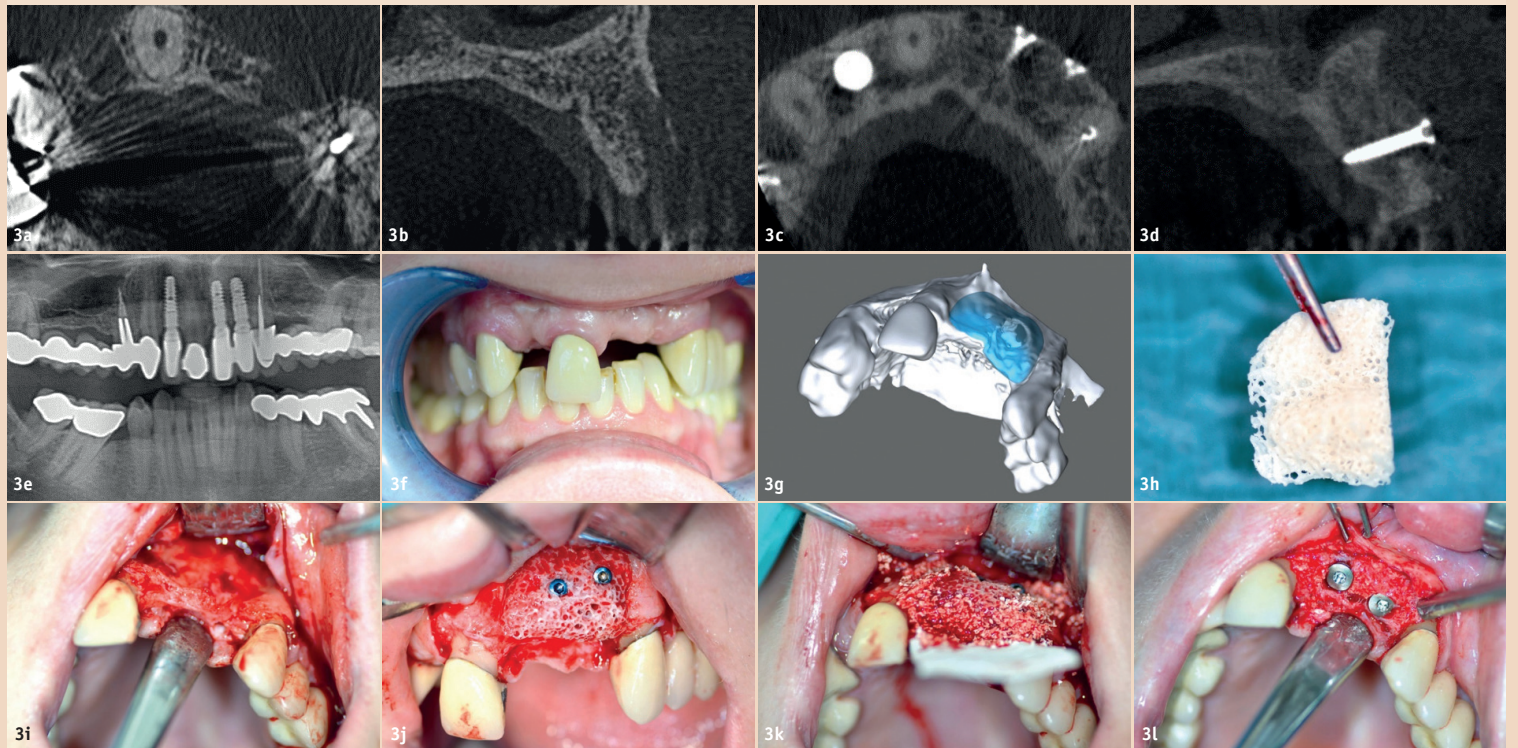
Darstellung des Knochendefekts in Regio 21–22 im DVT (a, b). DVT-Kontrolle nach vier Monaten (c, d). Kontrollröntgen drei Jahre nach der Augmentation zeigt optimalen Volumenerhalt (e). Situation nach Extraktion der Zähne 12 und 21 (f). Planung des allogenen Knochenblocks (g). CAD/CAM-gefertigter Knochenblock (maxgraft® bonebuilder) (h). Lappenpräparation und Darstellung des Knochendefektes (i). Befestigung des Knochenblocks mit zwei Osteosyntheseschrauben (j). Konturierung der Augmentationsstelle mit bovinem Knochengranulat (k). Exzellente Knochenregeneration beim Reentry nach sechs Monaten (l).
